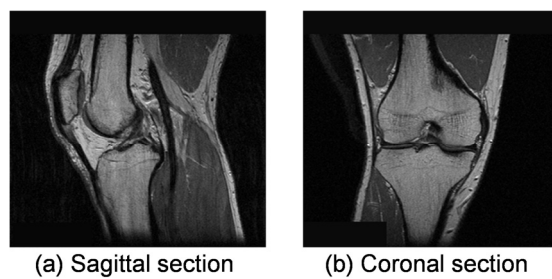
Examples of knee MRI
